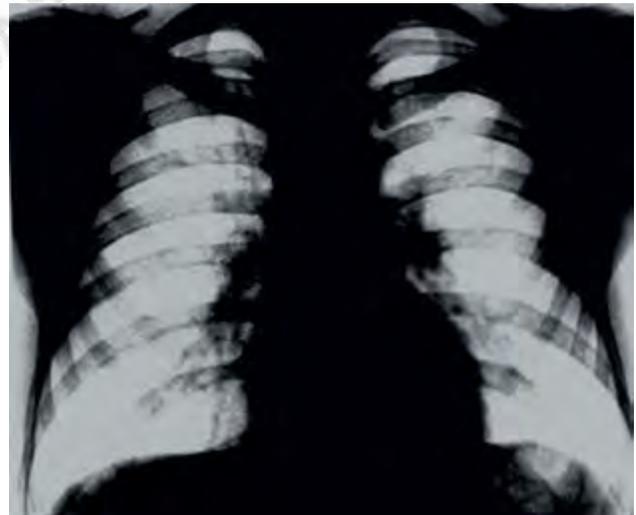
Radiografía de tórax: vista anterior.
